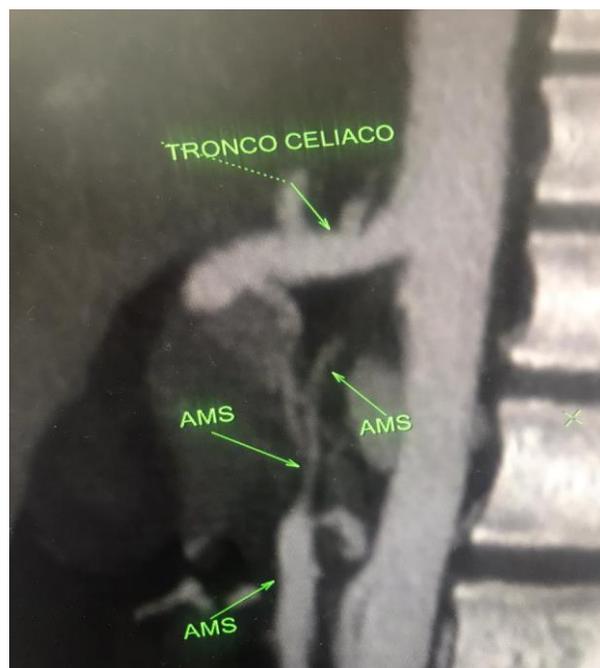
Angio Tomografia de Abdome Superior – mostrando Tronco Celíaco e Artéria Mesentérica Superior (AMS).
